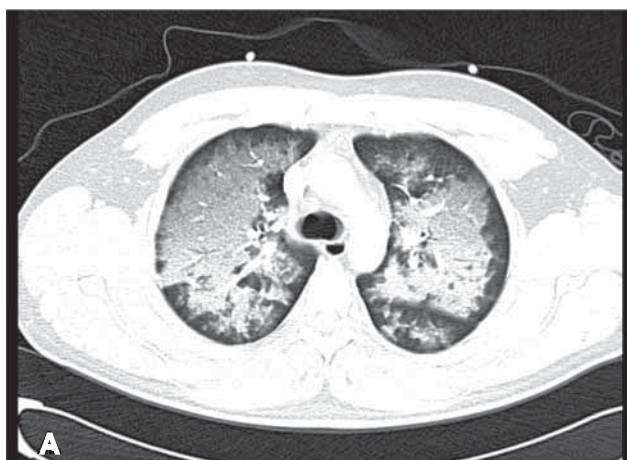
Tomografía axial computada en donde se observa: A) Infiltrado alvéolo-intersticial bilateral. B) Involución completa del infiltrado una vez instituido el manejo.
